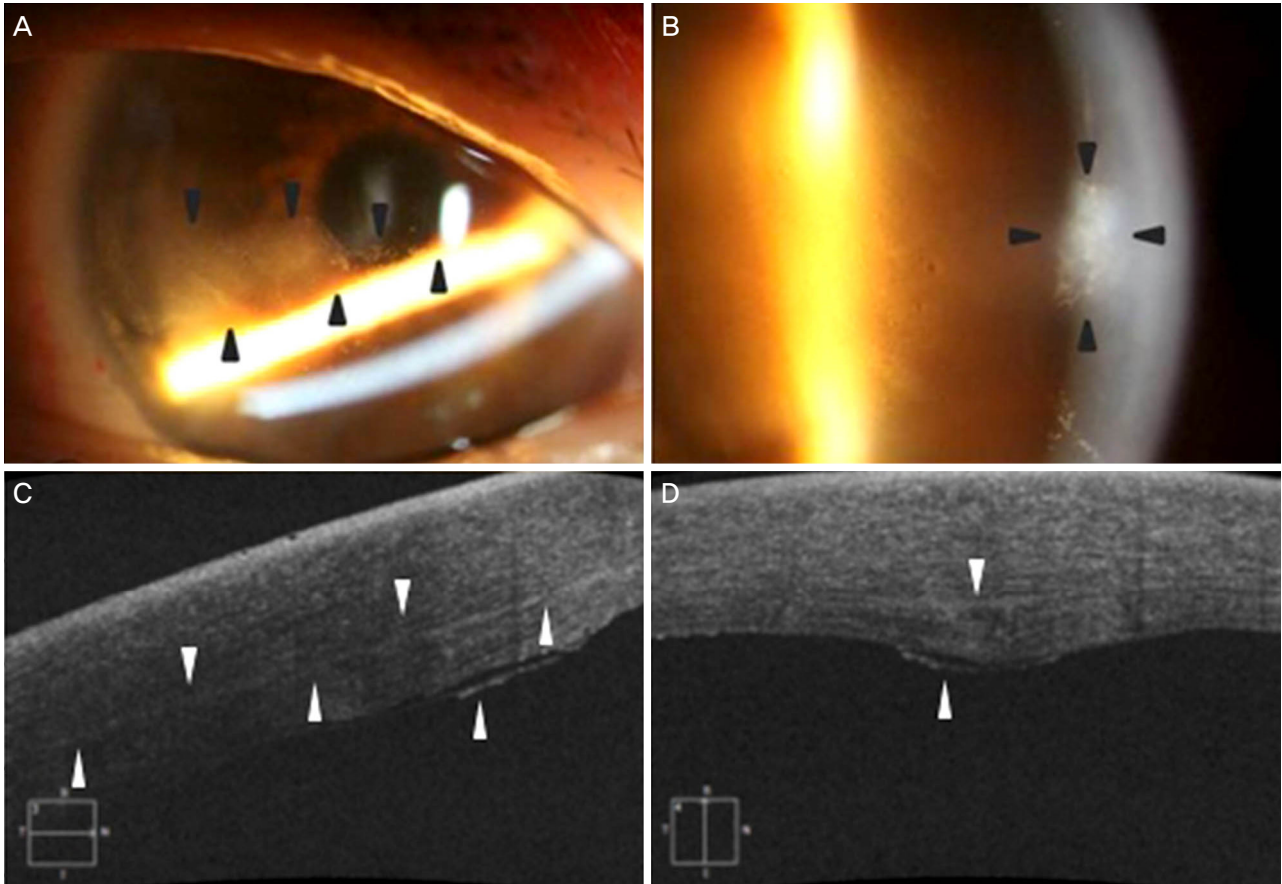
On the 1st postoperative day, the cornea was edematous and Descemet's membrane folds were detected. (A) The stromal linear wound was remarkably healed compared to that of the operation day, and (B) the opacity of endothelium was at the around center of the cornea (arrowheads). Anterior segment optical coherence tomography showed (C) linear wound of stroma and (D) minimal enlargement of stroma with detachment of Descemet's membrane (arrowheads).
